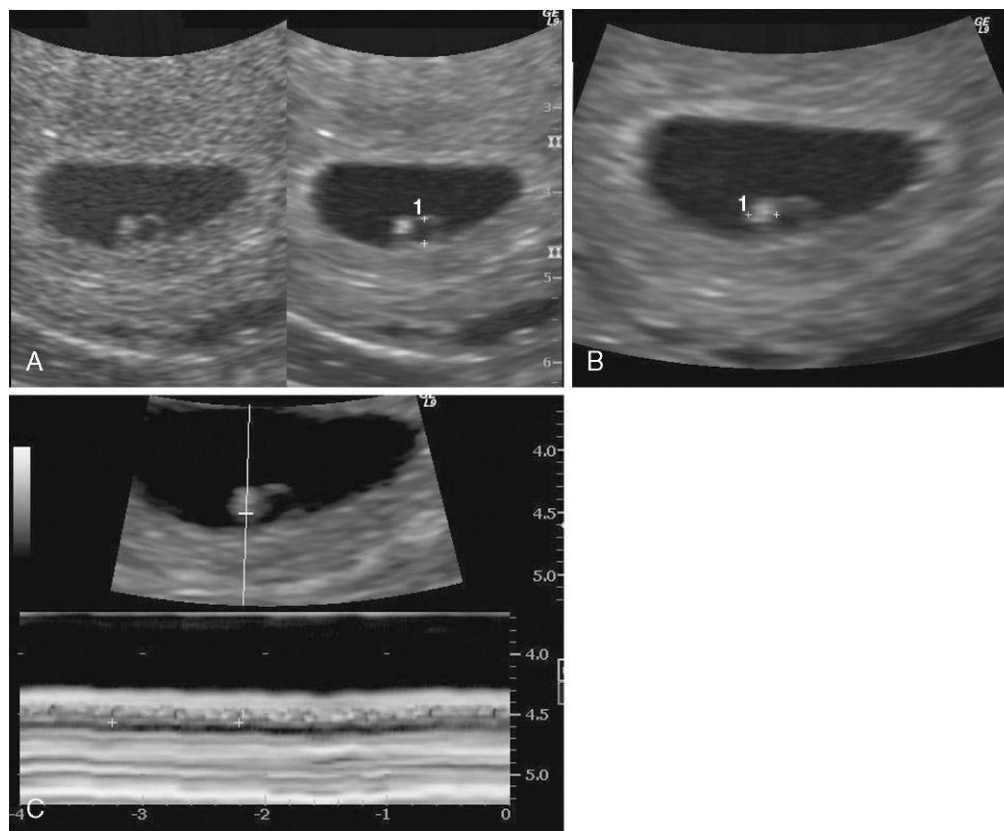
Ecografía endovaginal correspondiente a un embrión de 4 semanas. A, Vesícula umbilical secundaria (calibradores, 2mm). B, Embrión de 4 semanas con aspecto brillante (ecogénico) (calibradores, 2,4mm). C, Actividad cardíaca de 116 lat./min demostrada mediante el modo de movimiento. Los calibradores se utilizan para abarcar 2 latidos. (Por cortesía del doctor en medicina E.A. Lyons, profesor de Radiología, Obstetricia y Ginecología, Health Sciences Centre, University of Manitoba, Winnipeg, Manitoba, Canadá.)
